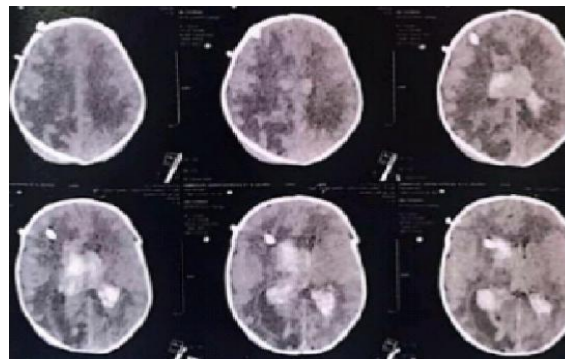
TDM cérébrale de contrôle : augmentation paradoxale de la composante hémorragique intraventriculaire malgré la dérivation ventriculaire externe, témoignant de la poursuite du saignement dans un contexte de fragilité hémostatique néonatale
